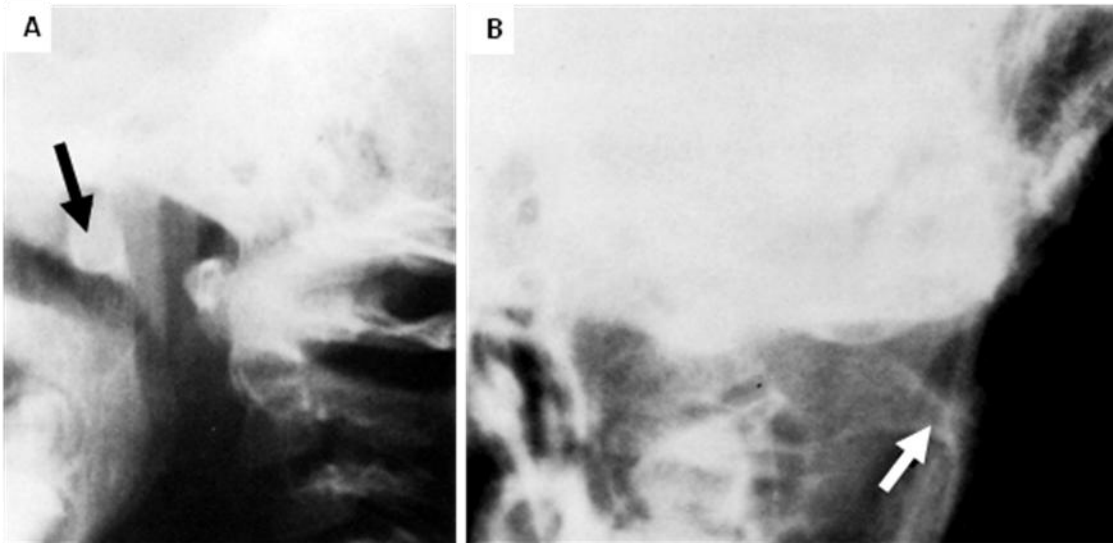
II 70. A. Detalle de una radiografía lateral de cráneo, hay un anillo denso (flecha) producto de la dislocación del cuello y cóndilo mandibular. B. Proyección de Towne que demuestra la dislocación medial del cóndilo izquierdo.
